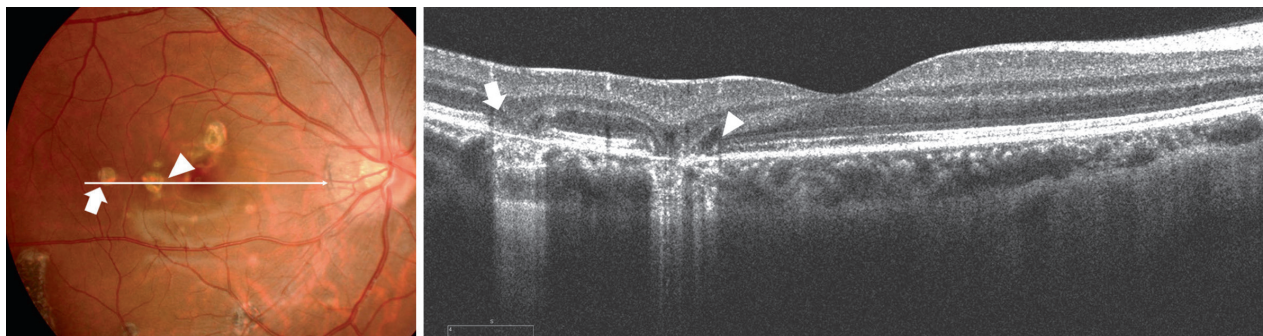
Оптическая когерентная томография. Узелки регрессируют с вершины по направлению к хориоидею, после чего через разрыв слоя пигментного эпителия сетчатки и мембраны Бруха (стрелка и треугольная стрелка) начинается V-образное выпячивание наружного плексиформного слоя и внутренних слоев сетчатки (стадия 4)
